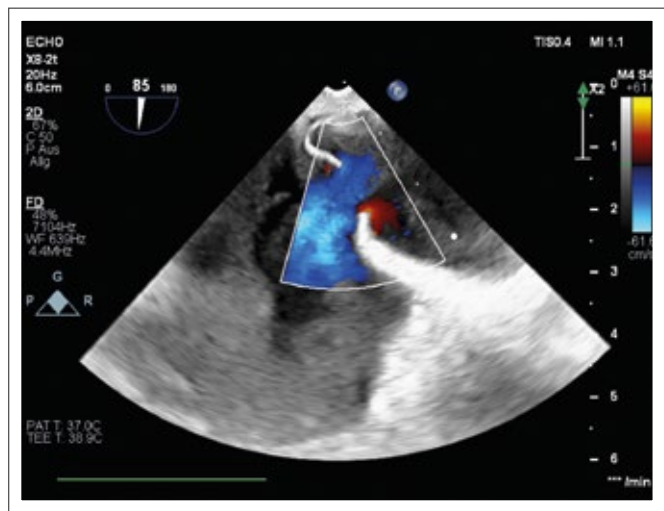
Transösophageale 2D-Echokardiographie eines ASD II mit Links-Rechts-Shunt im Farbdoppler.
